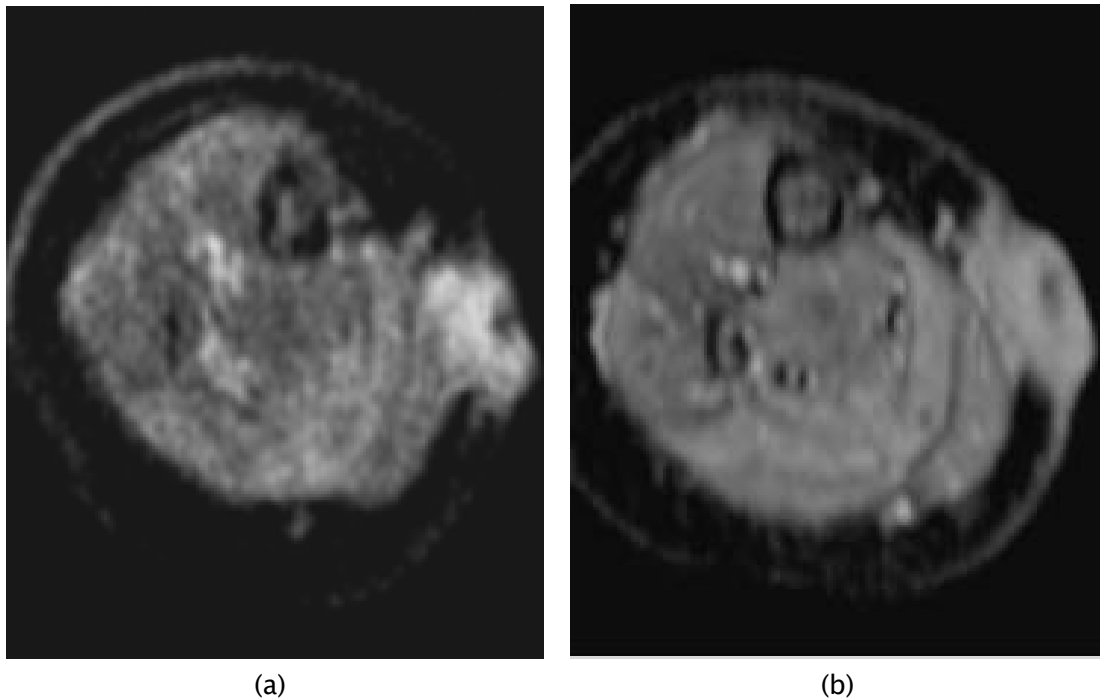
Hémangiome congénital involutif rapide chez un garçon de 2 mois qui présentait une masse congénitale de la partie inférieure de la jambe dont la taille diminuait. (a, b) Les séquences IRM pondérées en pondération T2 (a) pondérées en graisse axiale (a) et (b) en T1 supprimées par la graisse montrent une masse cutanée sous-cutanée bien définie dans la partie médiale de la jambe inférieure droite. (45)
